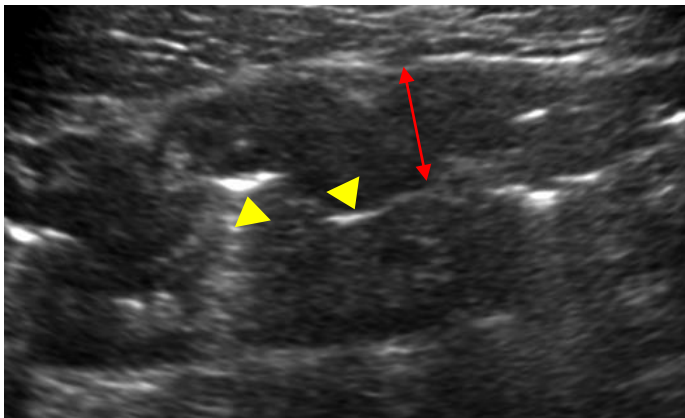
US grade4 粘膜、粘膜下層の肥厚を認める。粘膜下層は低エコー化し層構造の境
